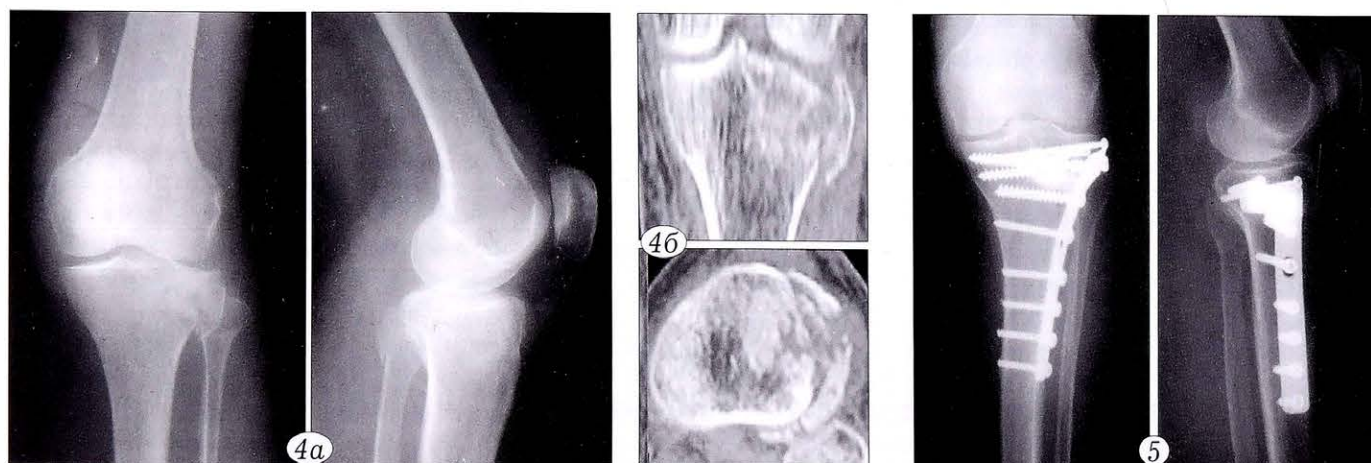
Рентгенограммы (а) и компьютерные томограммы (б) коленного сустава пациентки Ш. 73 лет при поступлении.
